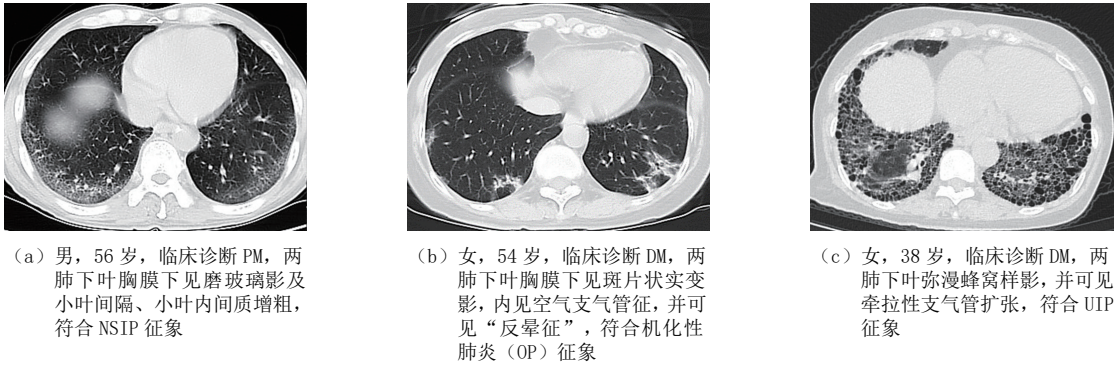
皮肤炎/多发性肌炎相关间质性肺病（DM/PM-ILD）患者代表性胸部 HRCT 表现
